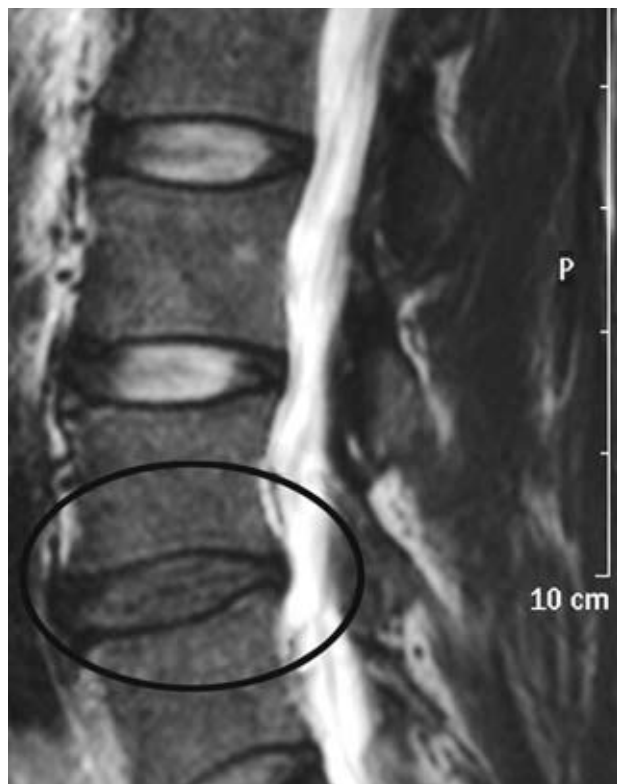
Imagen de RM lumbar en un corte sagital donde se observa la degeneración discal L4-5.
